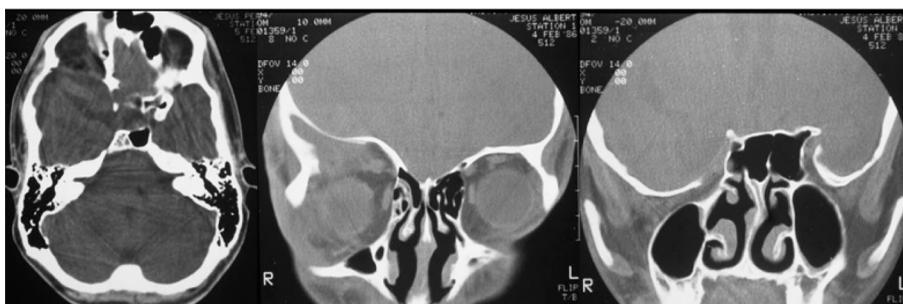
Tomografía axial computarizada que muestra displasia del ala derecha del esfenoides.
